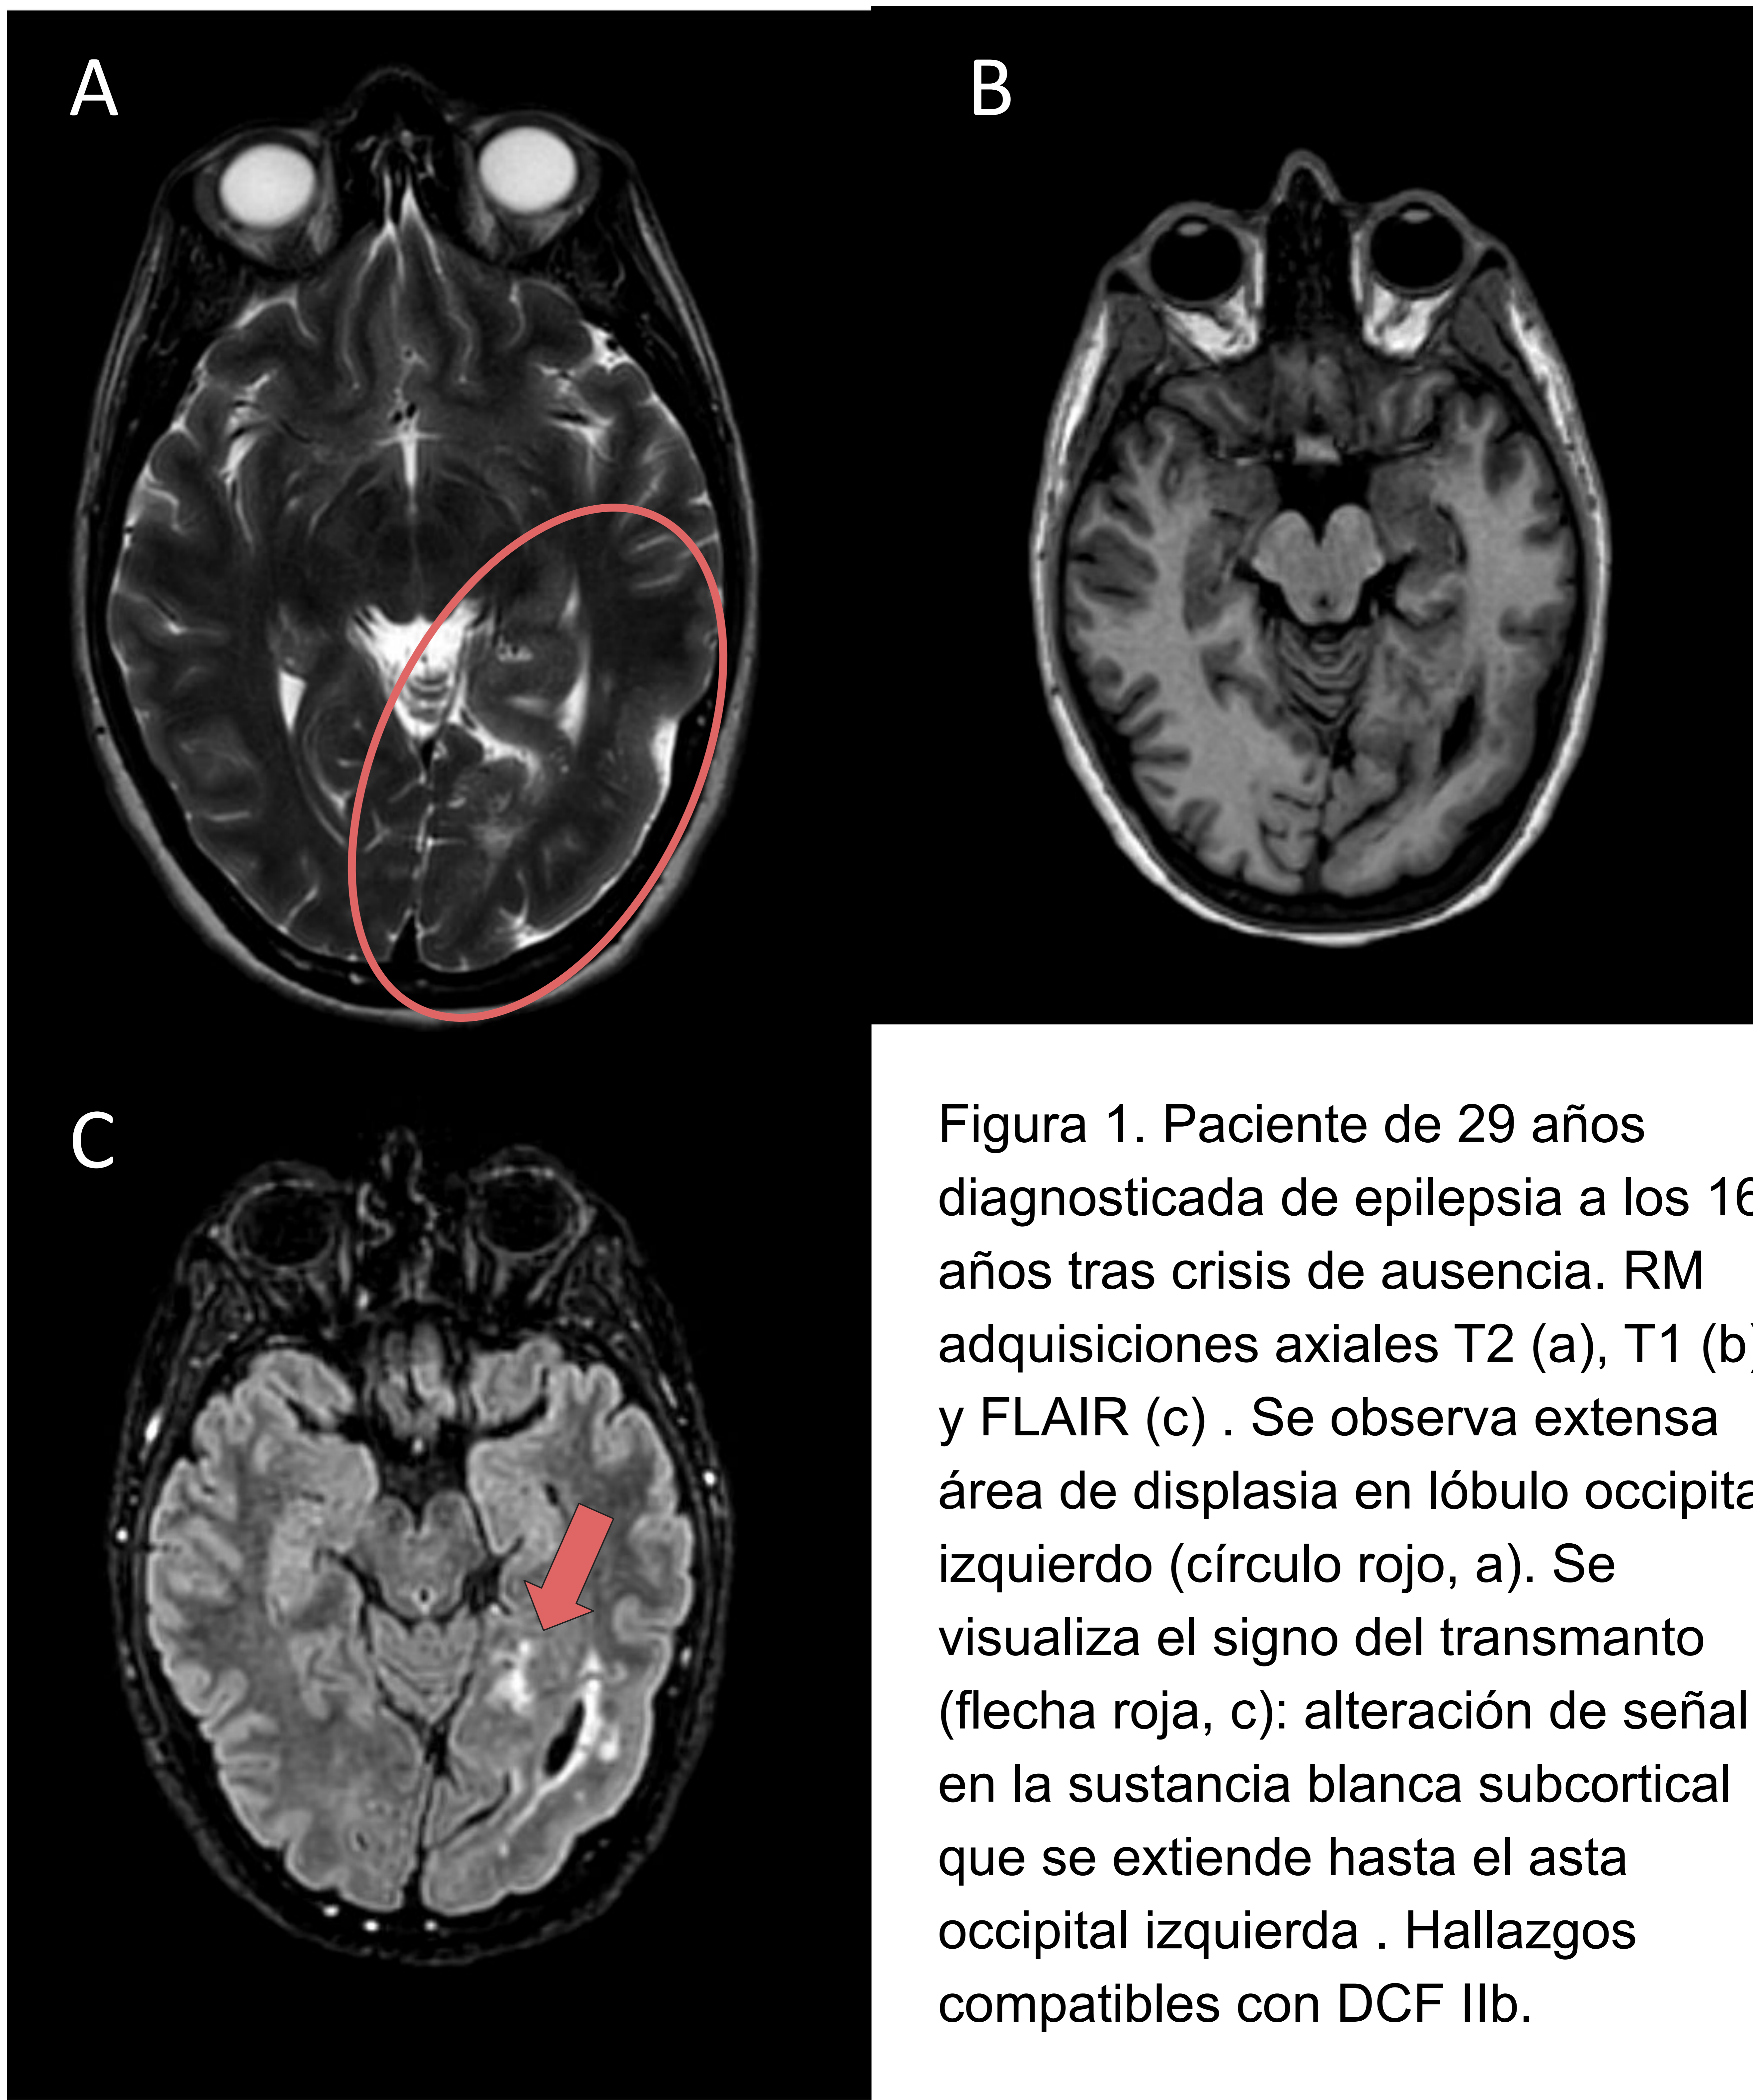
Paciente de 29 años diagnosticada de epilepsia a los 16 años tras crisis de ausencia. RM adquisiciones axiales T2 (a), T1 (b) y FLAIR (c) . Se observa extensa área de displasia en lóbulo occipital izquierdo (círculo rojo, a). Se visualiza el signo del transmanto (flecha roja, c): alteración de señal en la sustancia blanca subcortical que se extiende hasta el asta occipital izquierda . Hallazgos compatibles con DCF IIb.
